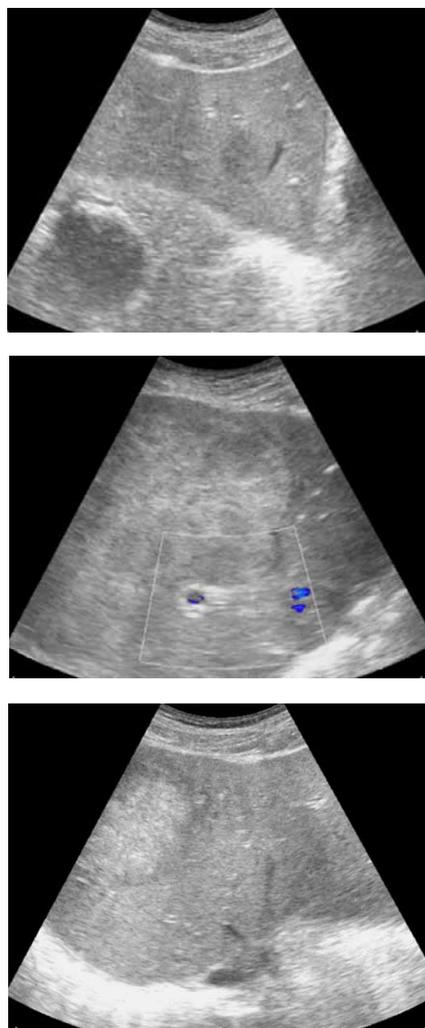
УЗИ при терапии радиочастотной абляцией
